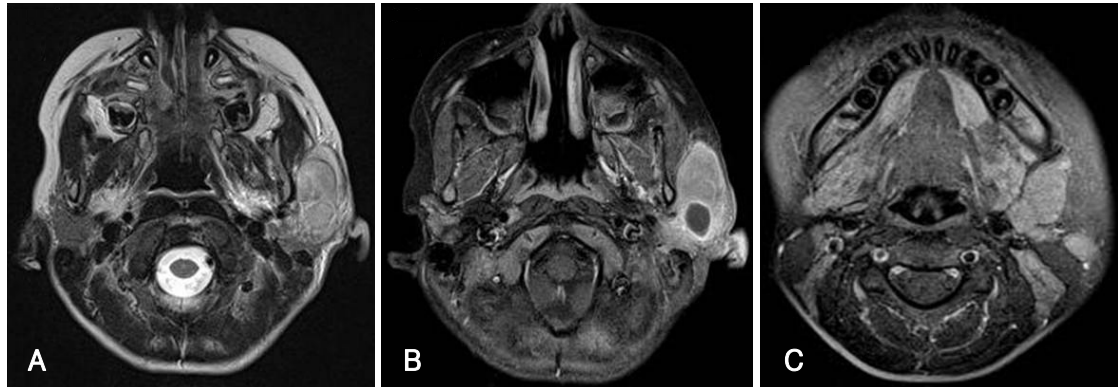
Preoperative magnetic resonance images. A 3×2 cm-sized ovoid mass in the left parotid gland shows heterogeneous signal intensity on T2-weighted image (A) and heterogeneous enhancement portion on T1-weighted image (B). The masses seem to infiltrate mildly into the surrounding tissue. There are several enlarged lymph nodes in the left neck level II (C).
